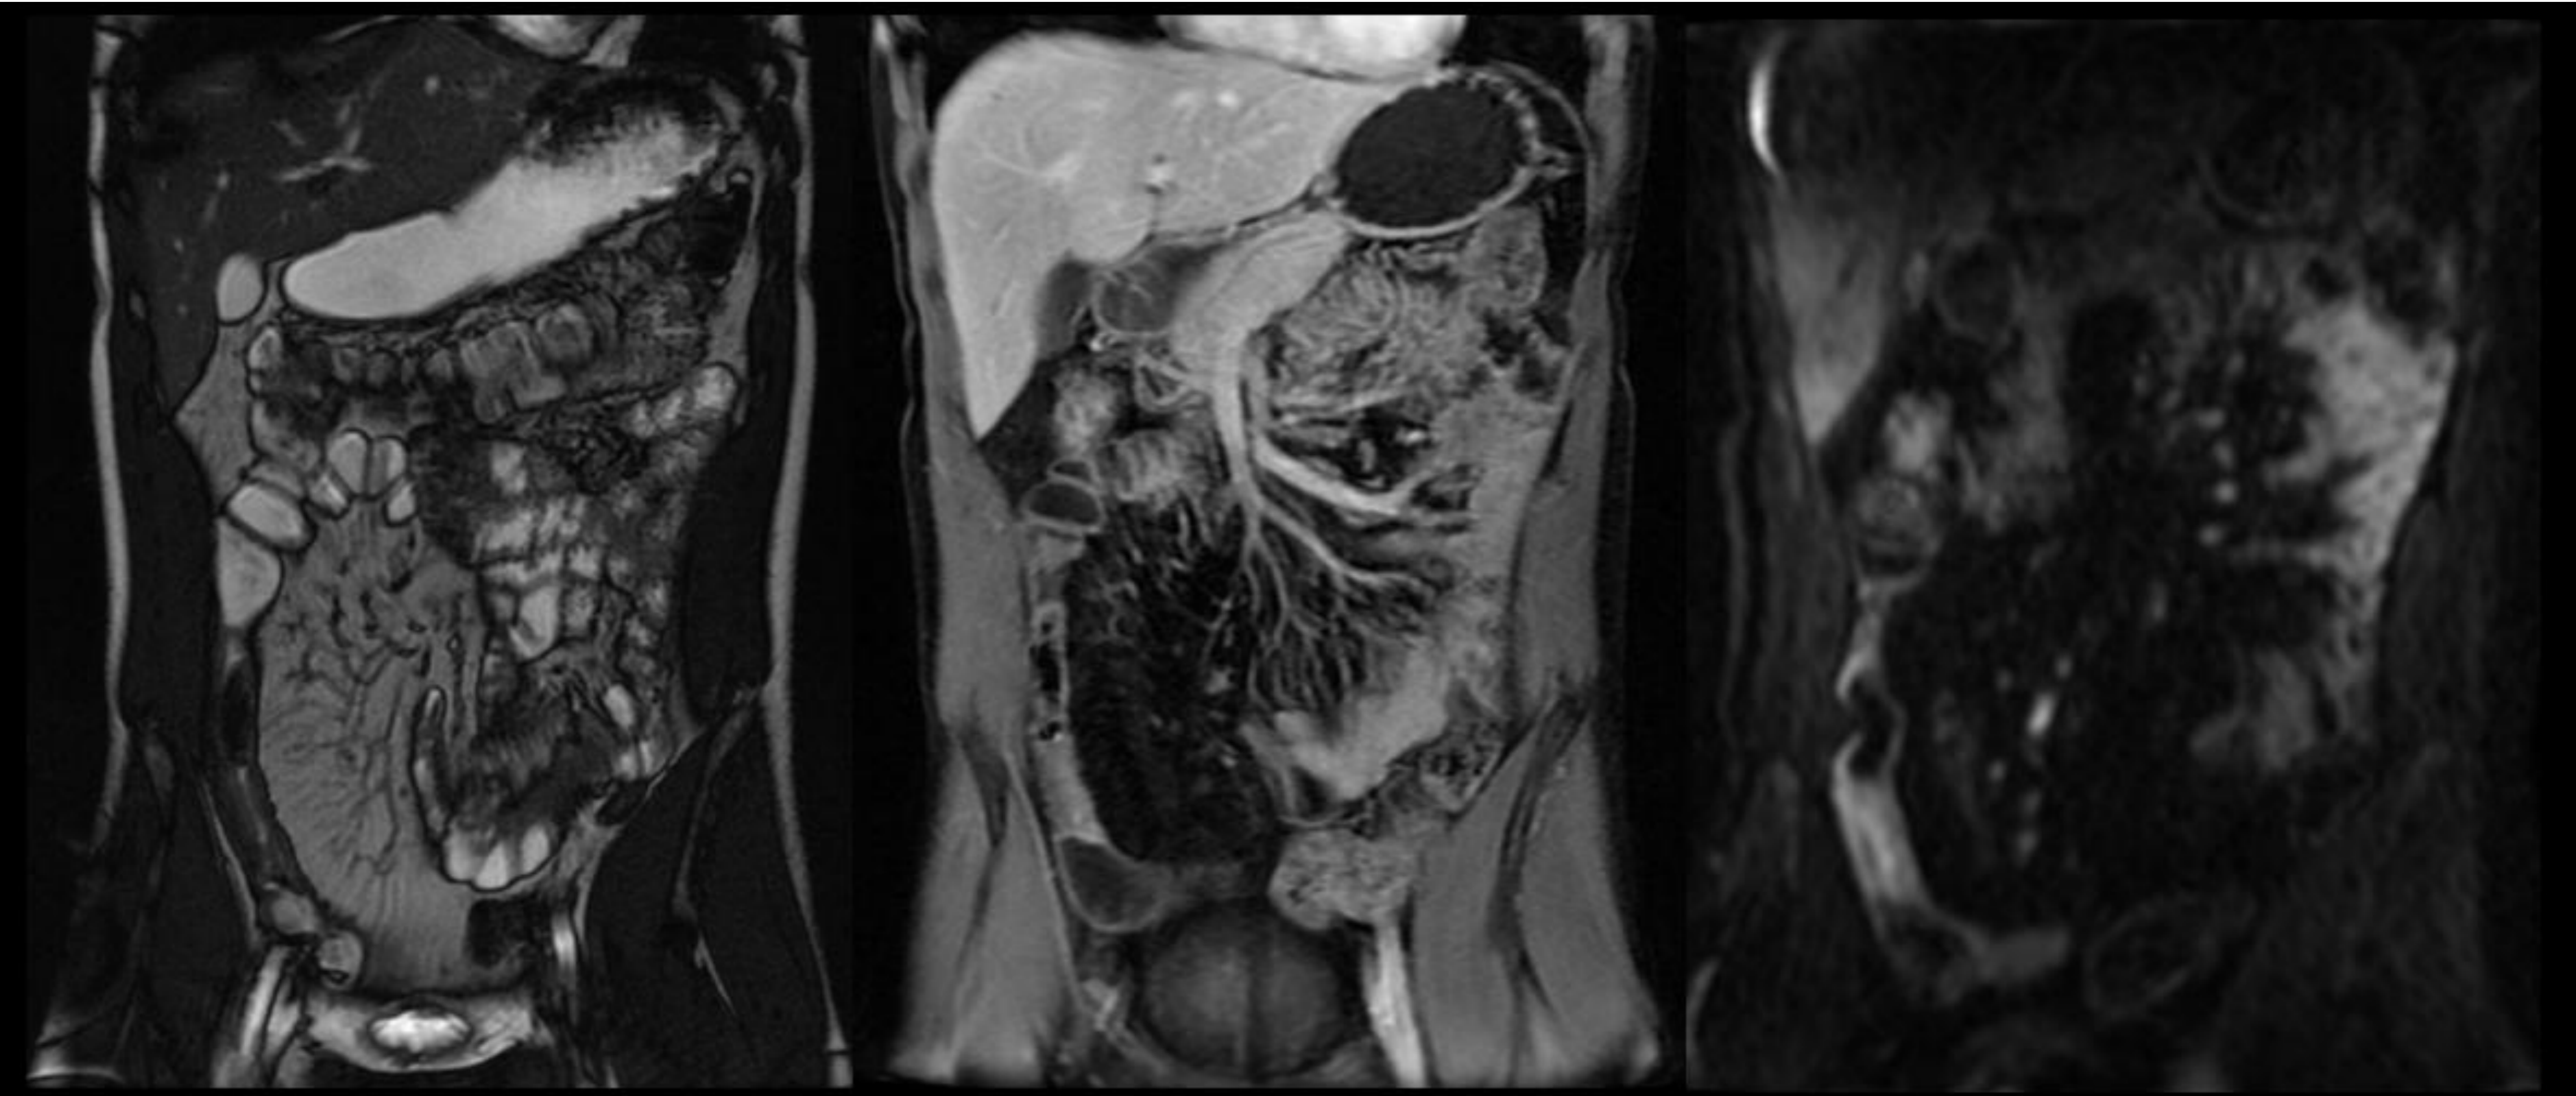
Imágenes coronales FIESTA (izquierda), DIXON (centro) y DWI (derecha) muestran engrosamiento de la pared, estrechamiento de la luz con dilatación prestenótica e hiperintensidad de señal en valores b altos.
